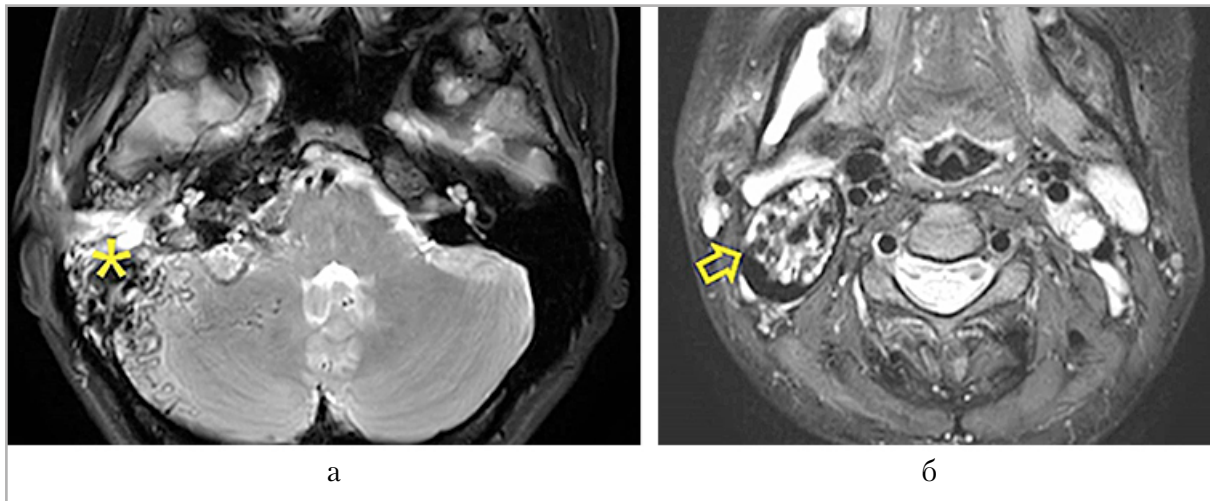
Магнитно-резонансные томограммы в режиме T2-взвешенное изображение: *а* — множественные сосудистые коллатерали (желтая звездочка) прослеживаются в задней черепной ямке на уровне правого полушария мозжечка и ствола мозга; *б* — в просвете правой внутренней яремной вены (желтая стрелка) образование с неоднородной структурой (опухолевый тромб)
